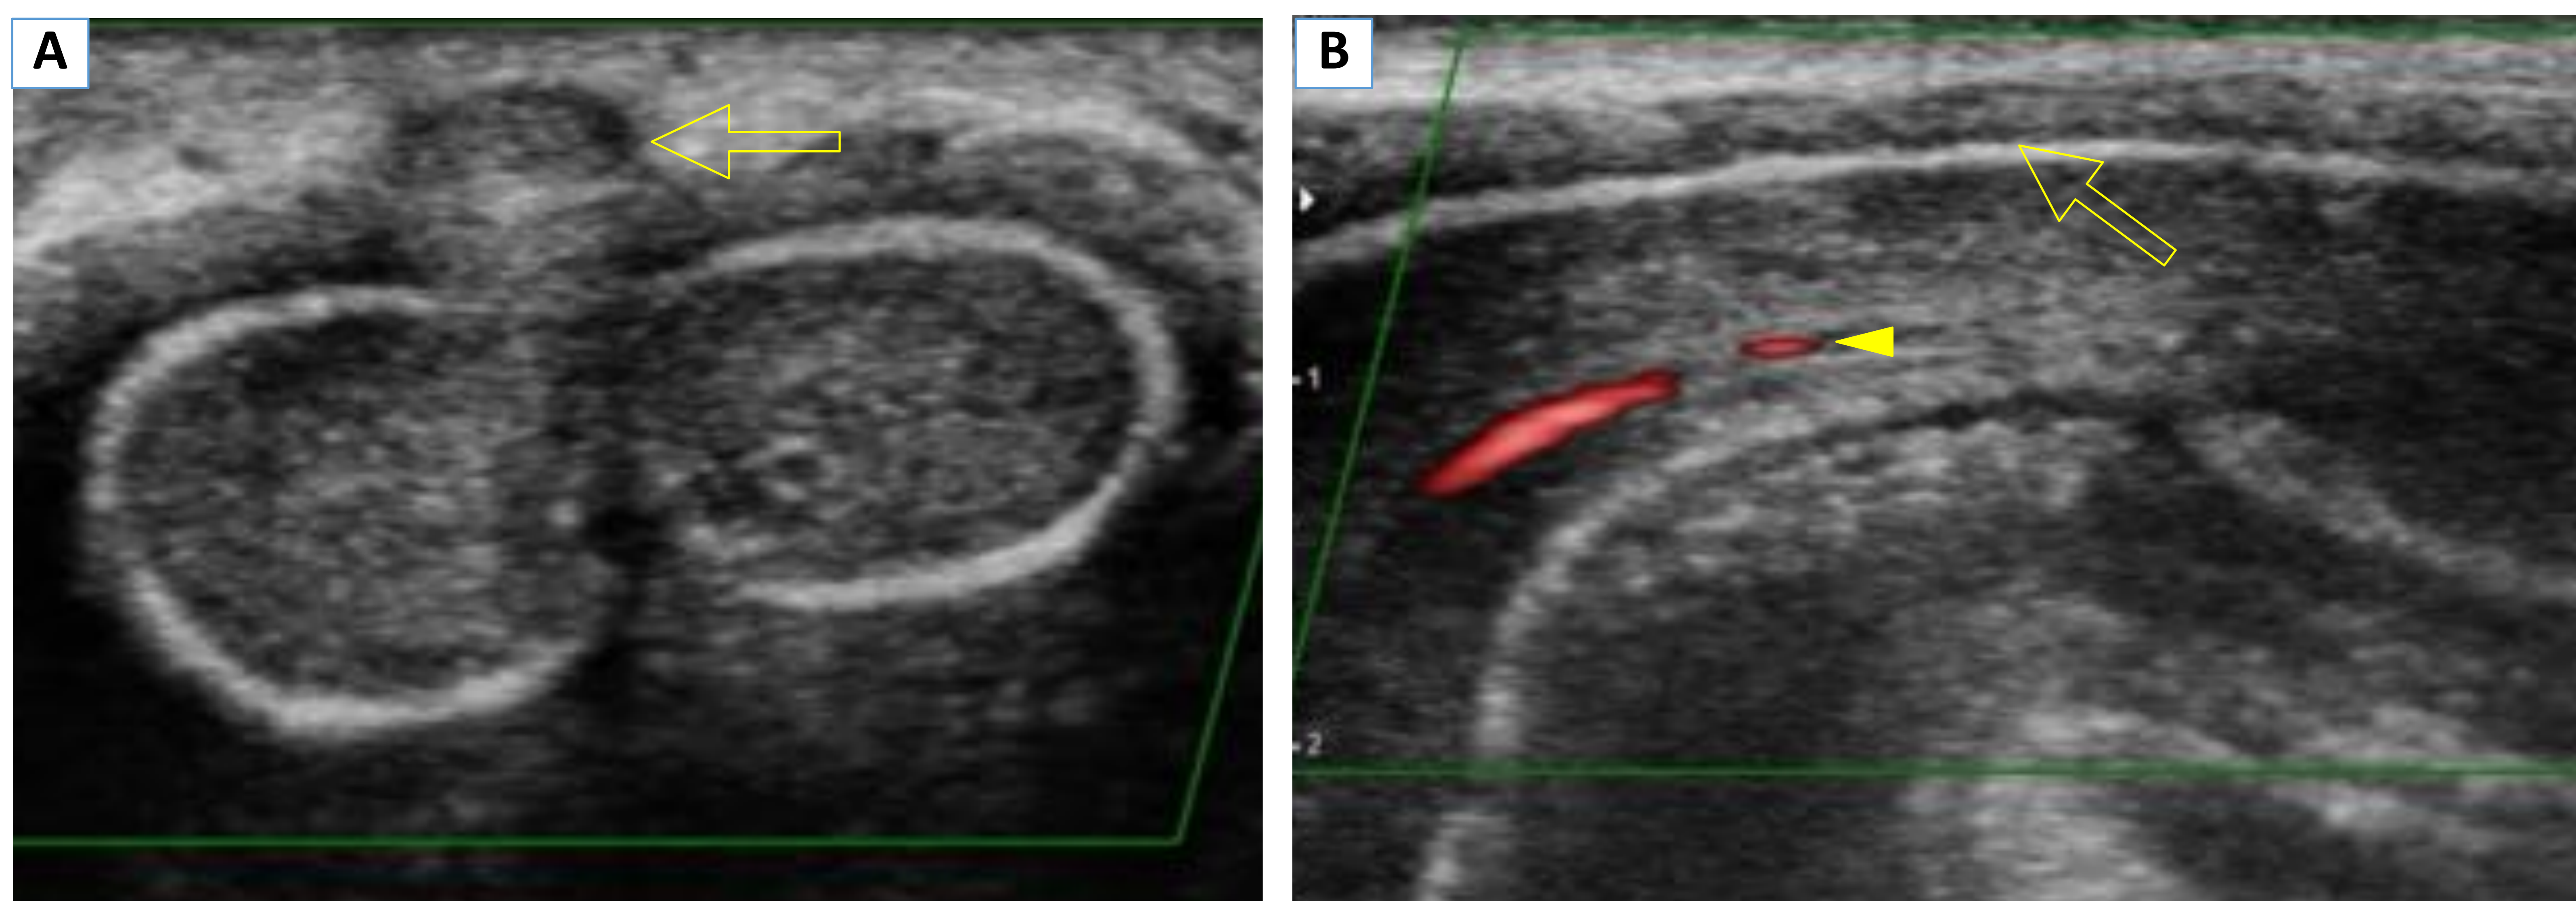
Varón de 54 años que se toca un “bulto” en la cara dorsal del pene de horas de evolución. A la exploración física se palpa un cordón indurado. Ecografía Doppler en plano transversal (A) y longitudinal (B): Ausencia de señal de la vena dorsal superficial del pene, con material ecogénico en su interior en relación con trombo (→). Presencia de flujo en arteria cavernosa (↙)
